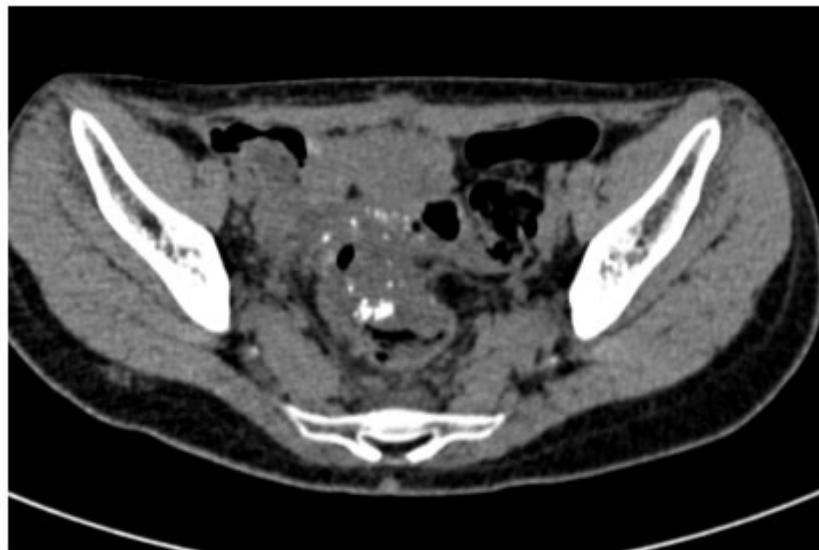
Imagen de tomografía axial computarizada que muestra lesión tumoral del recto.
